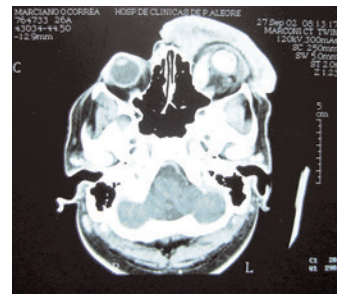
Tomografía computadorizada de los maxilares.
